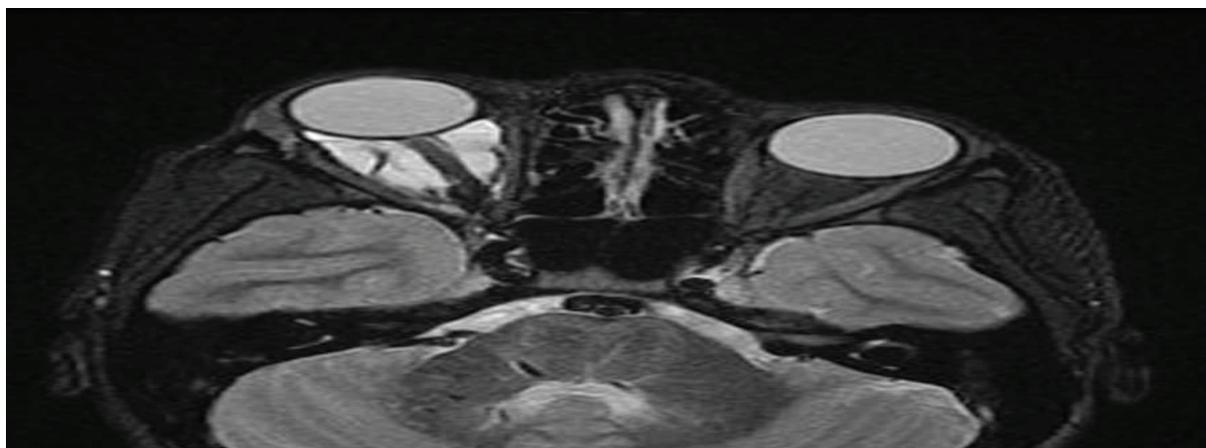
RM preoperatoria en T2, que muestra una gran lesión multiloculada intraorbitaria derecha, con componentes sólidos y quísticos.
